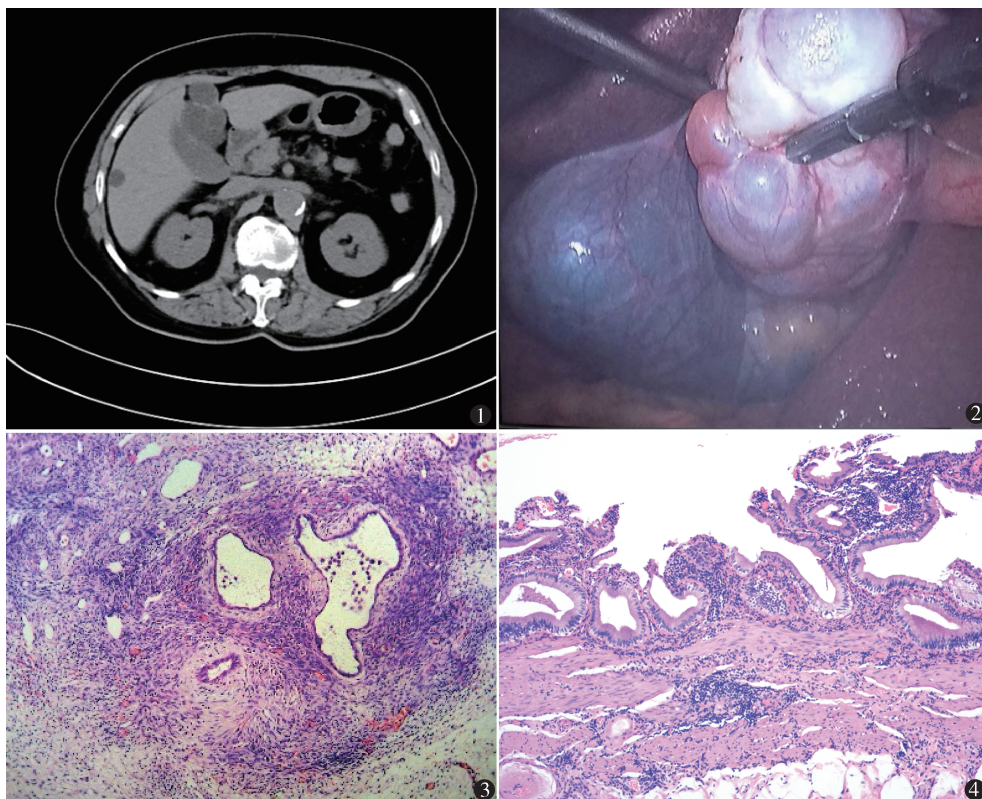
术前上腹部 CT 平扫:胆囊大小 12 cm × 7 cm × 4 cm,壁厚 2 ~ 3 cm,胆囊旁低密度影呈多囊性,胆囊内未见结石,肝右叶见类圆形低密度灶,考虑胆囊炎、肝囊肿 图 2 腹腔镜探查见胆囊大小 12 cm × 7 cm × 4 cm,多囊性病灶内为黄白色浑浊浓稠液体,开口于胆总管 图 3 开口于胆总管的异常囊性组织显微镜下可见单层柱状分泌细胞,诊断为胆总管黏液性囊腺瘤,部分囊壁钙化,部分区域囊状扩张(HE 染色 × 100) 图 4 胆囊体部组织镜下可见部分淋巴细胞、浆细胞浸润(HE 染色 × 100)
